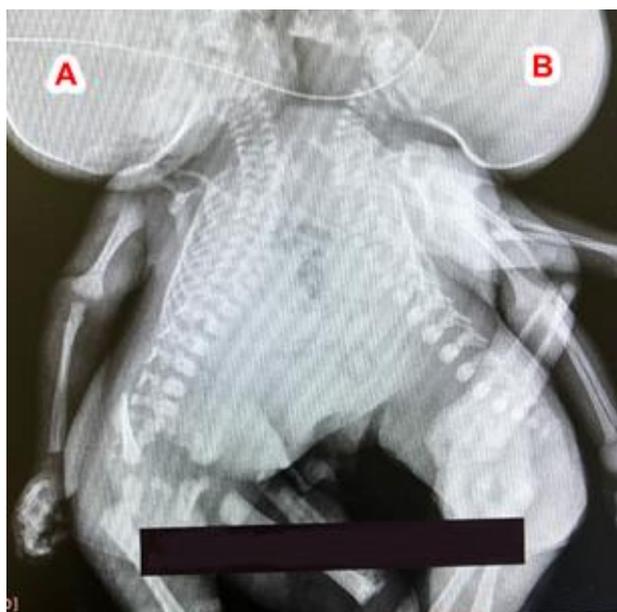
Radiografía simple panorámica antero-posterior de productos siameses toracópagos (A) (B) con corazón, hígado y cavidad gástrica única.
